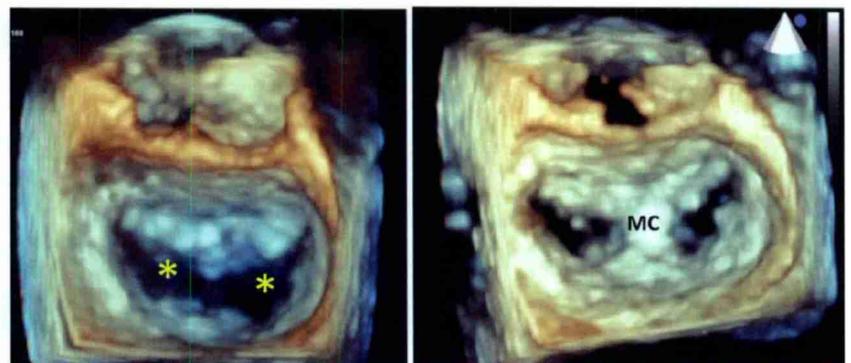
Diese Abbildung zeigt die Mitralklappe mit der 3-dimensionalen Echokardiographie vor und nach Einlage eines sogenannten Mitralclips. Links sieht man die Mitralklappe geöffnet in der Diastole, die Oeffnung ist mit den * markiert. Nach Einlage eines Mitralclips (MC; rechtes Bild) ist die Mitrallöffnungsfläche kleiner und „halbiert“.
